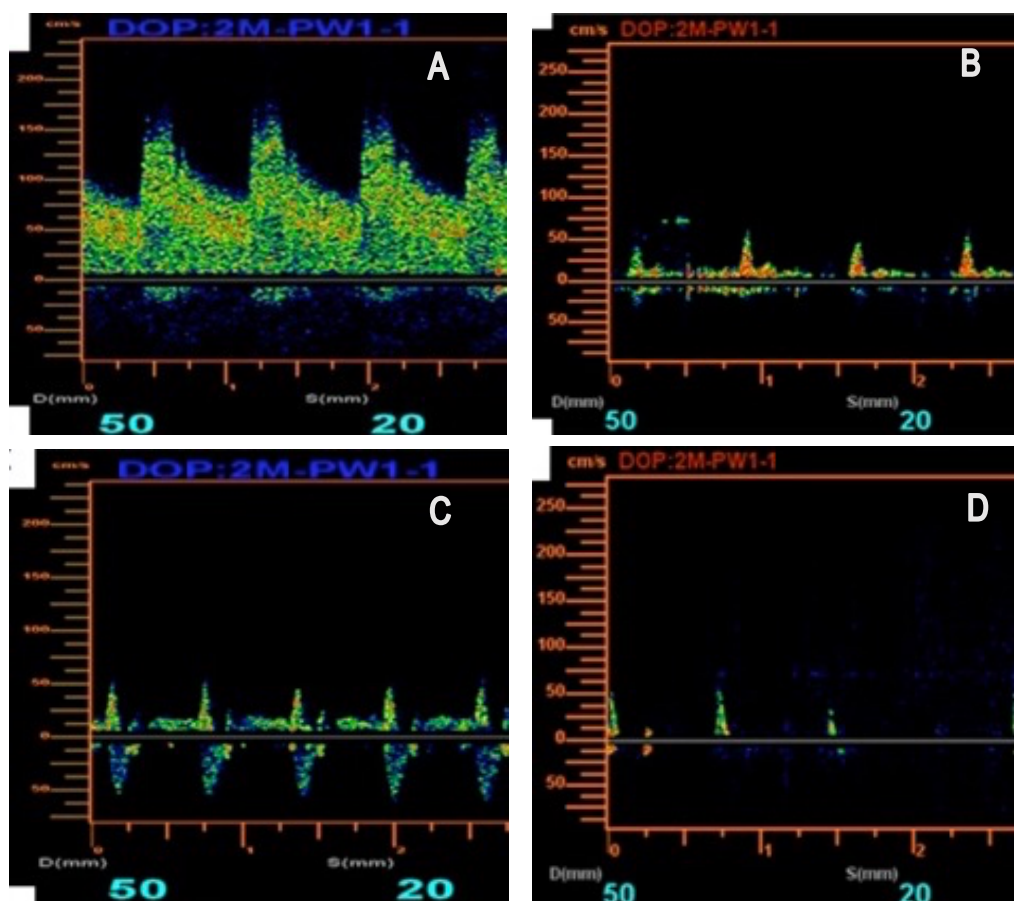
Patrones de espectro doppler en Arresto de circulación cerebral. A) Flujo normal, B) Disminución de velocidades con una mayor disminución del flujo diastólico, C) Flujo reverberante, D) Solo picos sistólicos.
